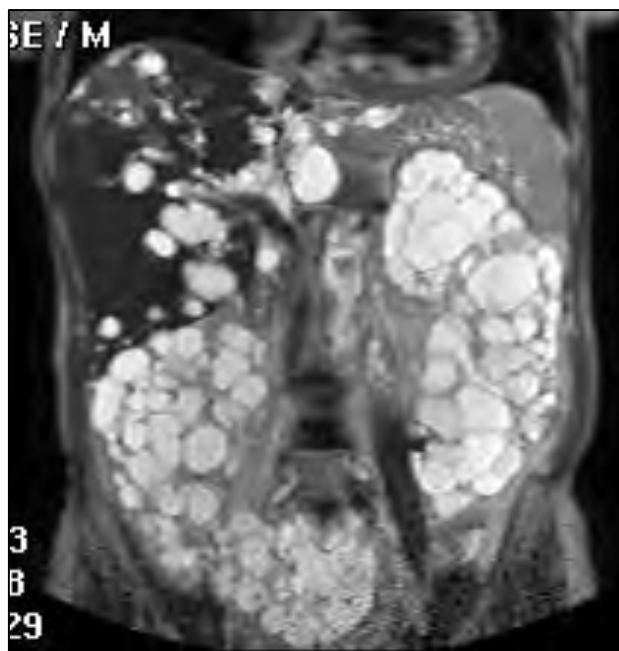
RM ponderada en T2 que muestra enfermedad poliquística.
